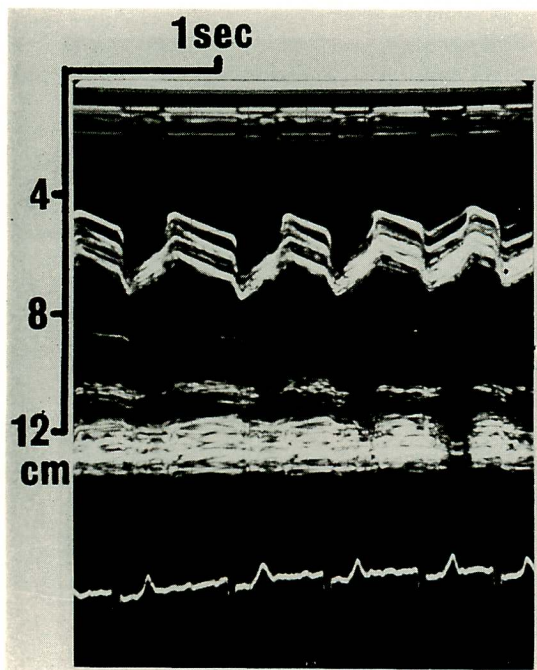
Echocardiogram recorded during 1st admission.
